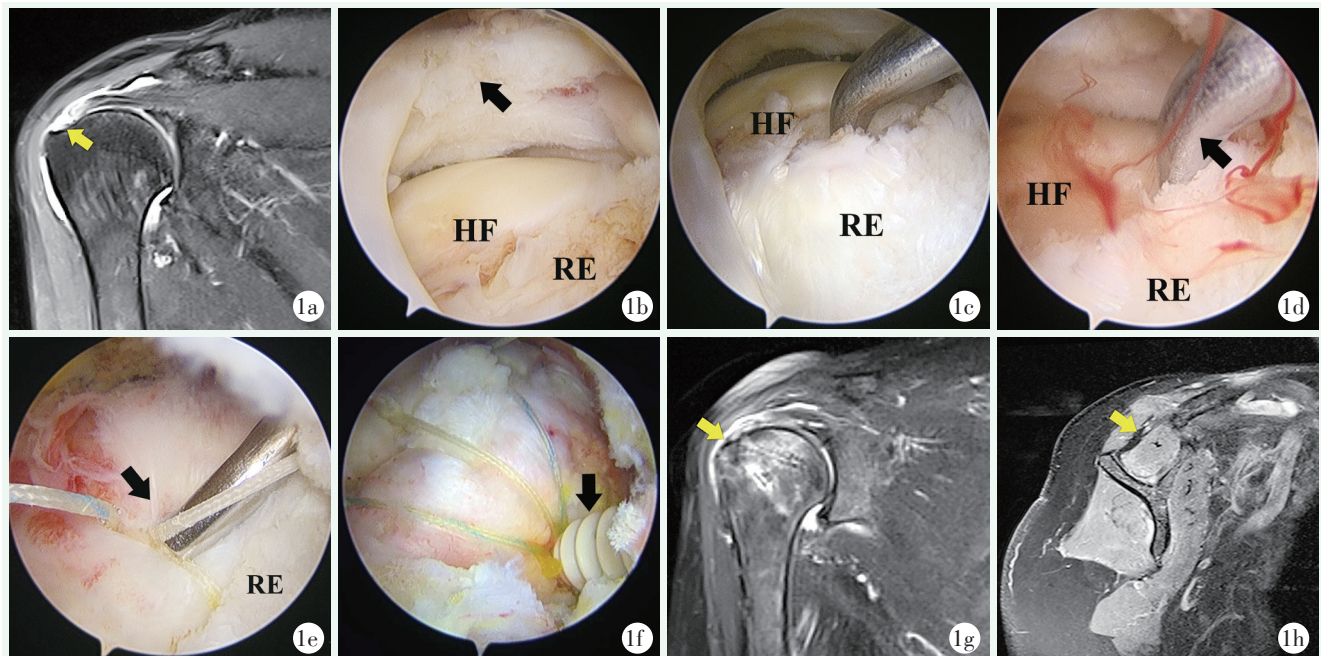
患者，女，51 岁，运用保留残端骨髓刺激技术治疗急性肩袖撕裂（改良组）。1a: MRI 冠状位 T2WI 图像上提示冈上肌肌腱撕裂，撕裂处信号明显增高，同时可见足印区撕裂肌腱的残端组织（黄色箭头所示）；1b: 关节镜直视下发现冈上肌肌腱完全撕裂（黑色箭头所示）；1c, 1d: 保留足印区肩袖残端组织，行垂直微骨折骨髓刺激（黑色箭头为 3 mm 微骨折器）；1e: 置入内排锚钉后，解剖复位撕裂肌腱，并在肌腱上表面打结固定（黑色箭头所示）；1f: 在肱骨大结节外侧约 10 mm 处置入 5.5 mm 外排锚钉固定（黑色箭头所示）；1g: 术后 12 个月复查 MRI 冠状位 T2WI 图像上提示冈上肌腱信号明显降低，肌腱完整性良好，未见再撕裂（黄色箭头所示）；1h: 术后 12 个月 MRI 斜矢状位 T2WI 图像上未见明显脂肪浸润与肌肉萎缩（黄色箭头所示）。
